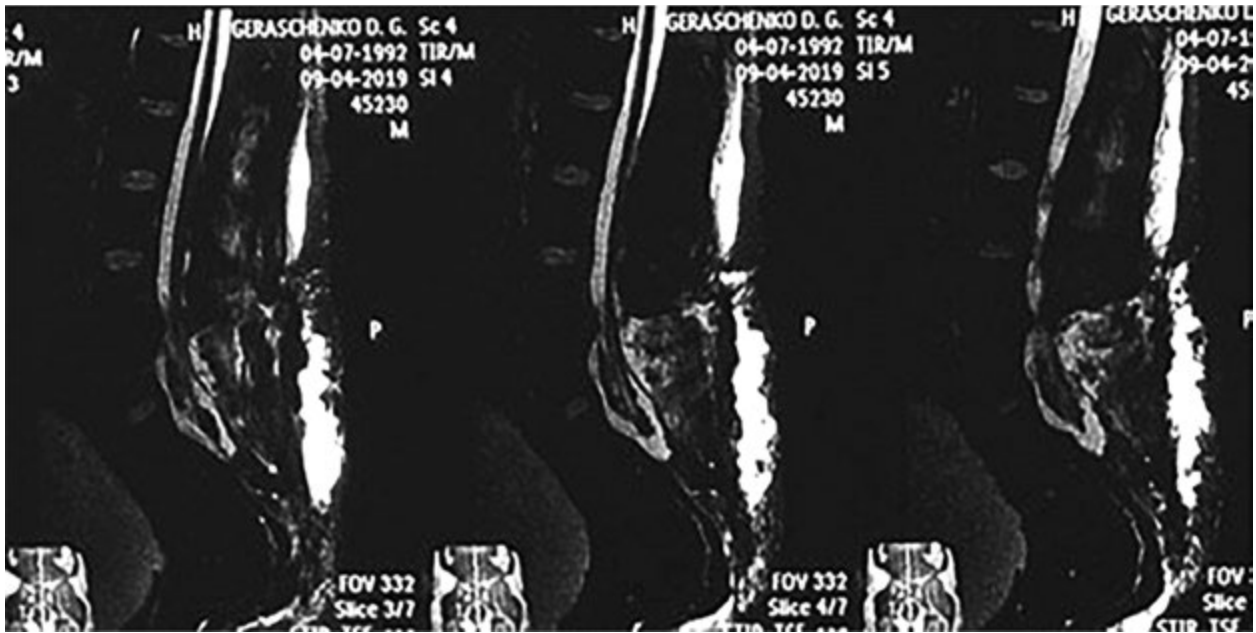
МРТ у T2-режимі. Спинний мозок розташований на рівні S1, навколо нього спостерігається ліквор, натяг та фіксацію спинного мозку усунуто
